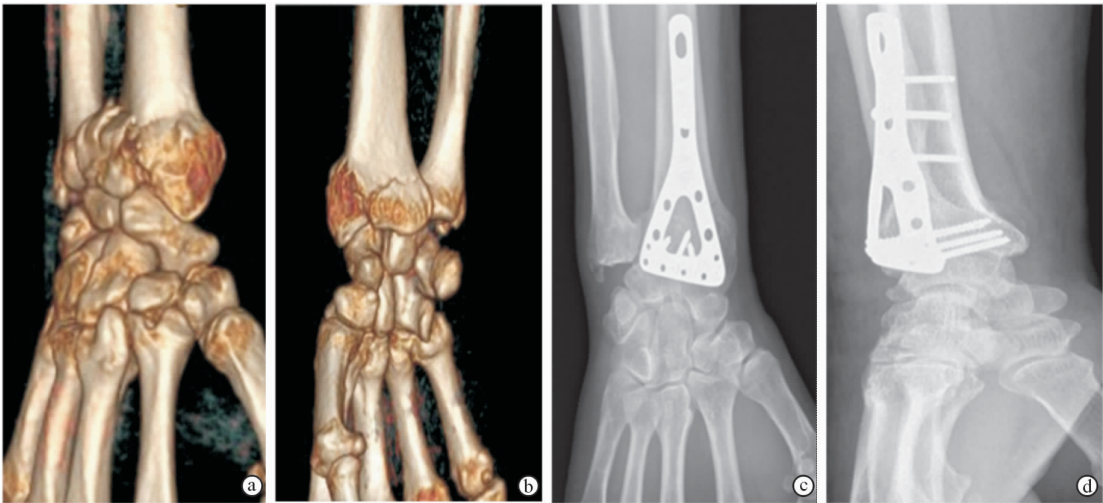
病例 1 影像学资料 a. 术前侧位三维 CT 重建影像 b. 术前正位三维 CT 重建影像 c. 术后正位 X 线片 d. 术后侧位 X 线片
